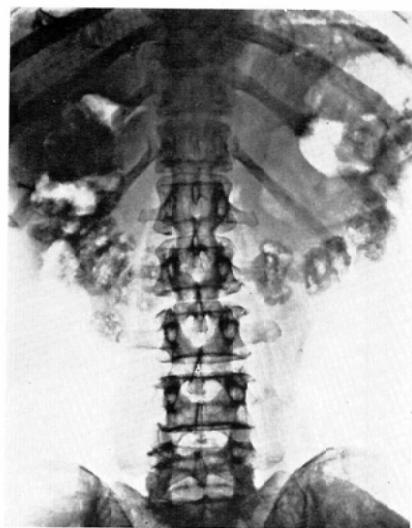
Radiograph taken 36 hours after angiography. A density opacified transverse colon.
